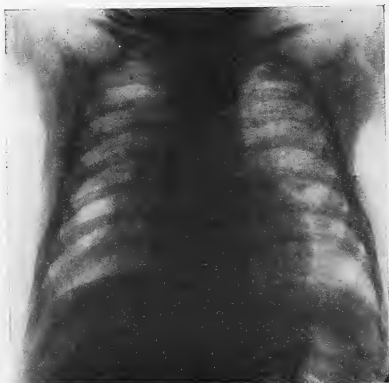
Radiographie du 11 décembre 1930.
